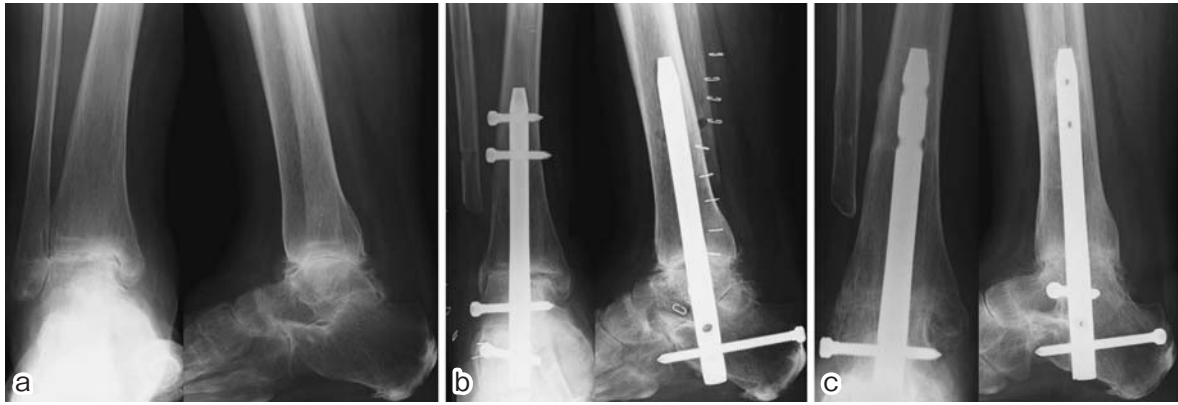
症例1 56歳, 女性. 術前, 術後の単純X線像
